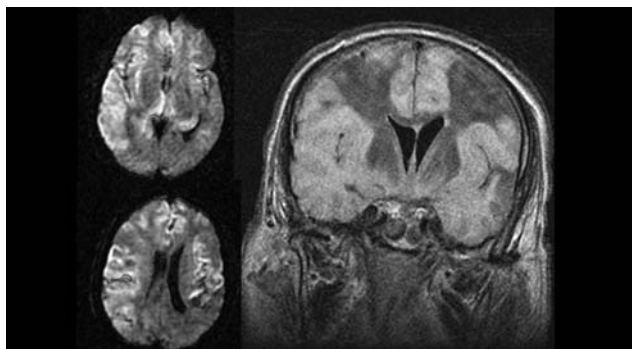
RM craneal sin contraste. La secuencia potenciada en difusión (a y b) muestra discreta hiperintensidad de señal en las áreas afectadas que traduce restricción a la difusión del agua. La secuencia coronal FLAIR (c) es una secuencia potenciada en T2 que anula la señal del agua; en ella son muy evidentes las áreas de parénquima afectado por la infección, que presentan marcado aumento de la señal.
